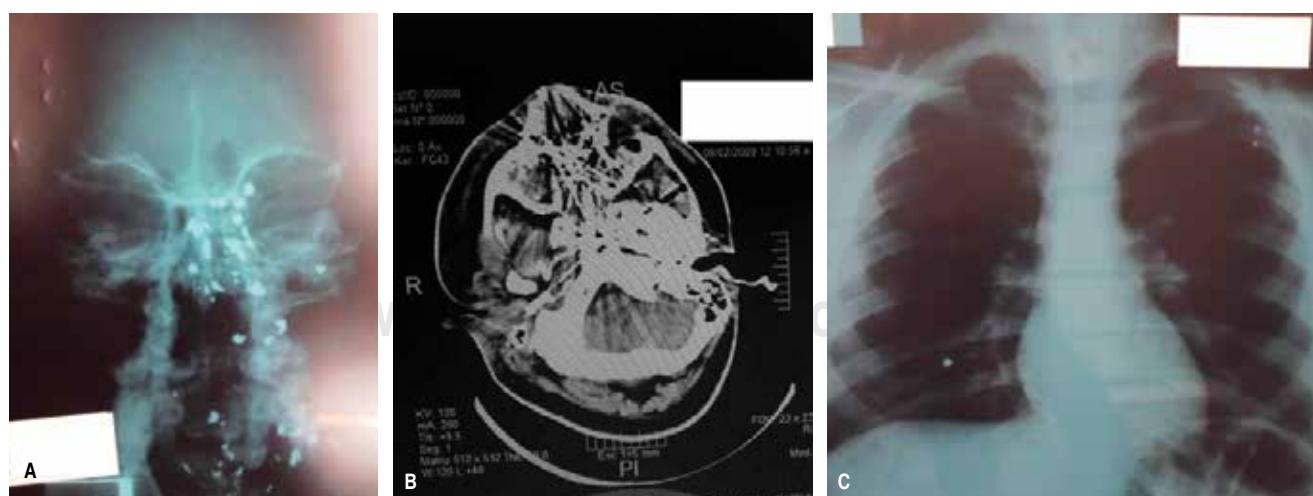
A-C. Radiografía de cráneo, TAC de cráneo y tele de tórax del Caso 1.
